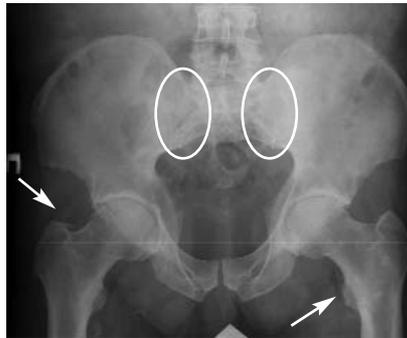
Рентгенограмма таза больного К. Сакроилиит с частичным анкилозированием КПС с двух сторон, множественные энтезопатии
